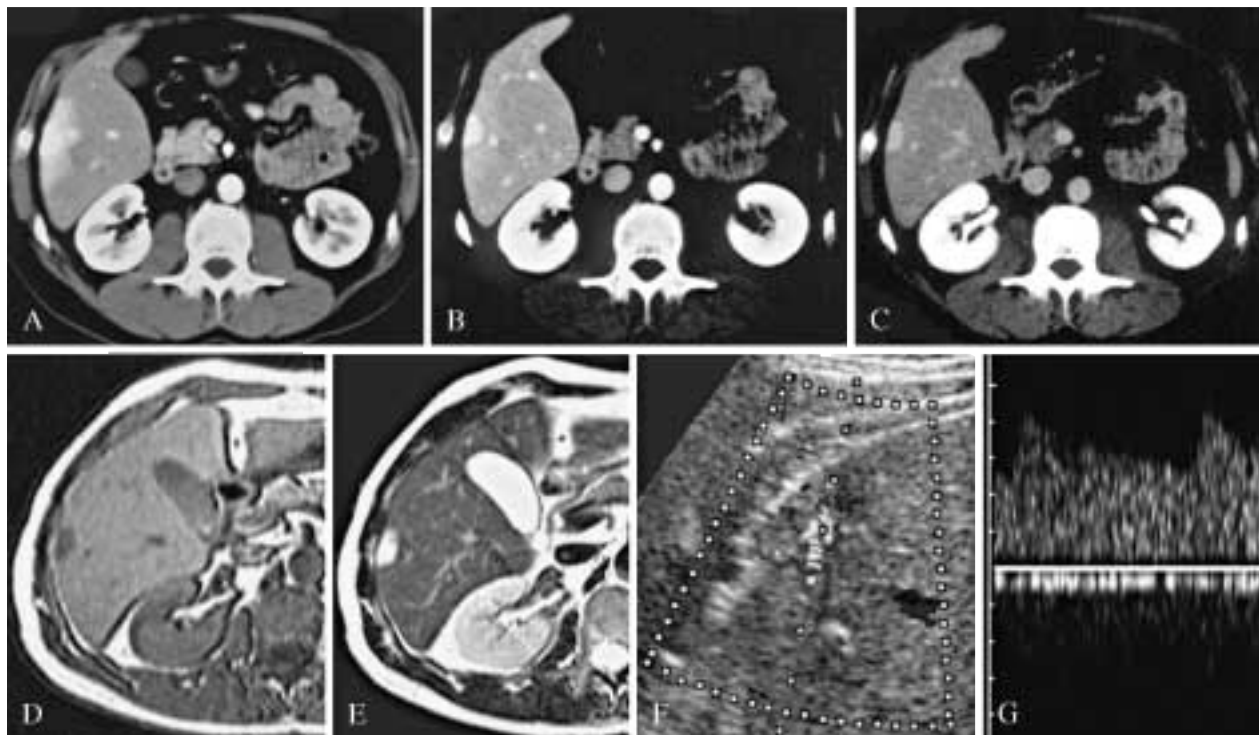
THAD settoriale del VII segmento ben visibile alla TC in fase arteriosa (A). Le successive fasi portale (B) e tardiva (C) e le sequenze RM SE T1 e T2 dipendenti (D, E) evidenziano la presenza di un piccolo angioma iuxta-glissoniano nel contesto del fenomeno arteriale. Dimostrazione mediante ecocolorodoppler di uno shunt intralesionale causante la THAD (F, G).
